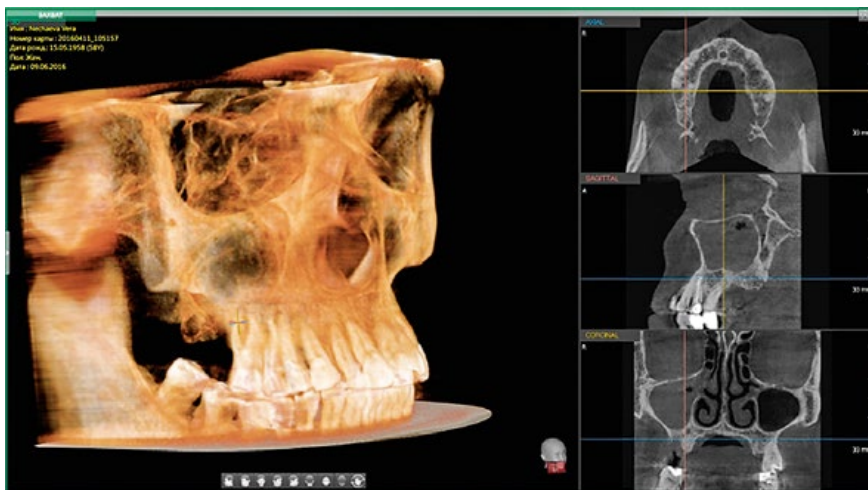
Дентальная объемная томограмма. Признаки гнойного правостороннего верхнечелюстного синусита.
